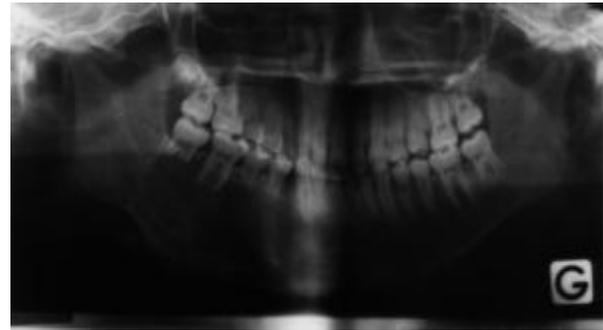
Radiographie panoramique dentaire: image lacunaire de la branche horizontale droite allant de la 44 à la 47, à limites nettes, sans liseré d'ostéocondensation, refoulant le canal dentaire dentaire inférieur avec rhizalyse de la 45 et de la 47 ème dents.
